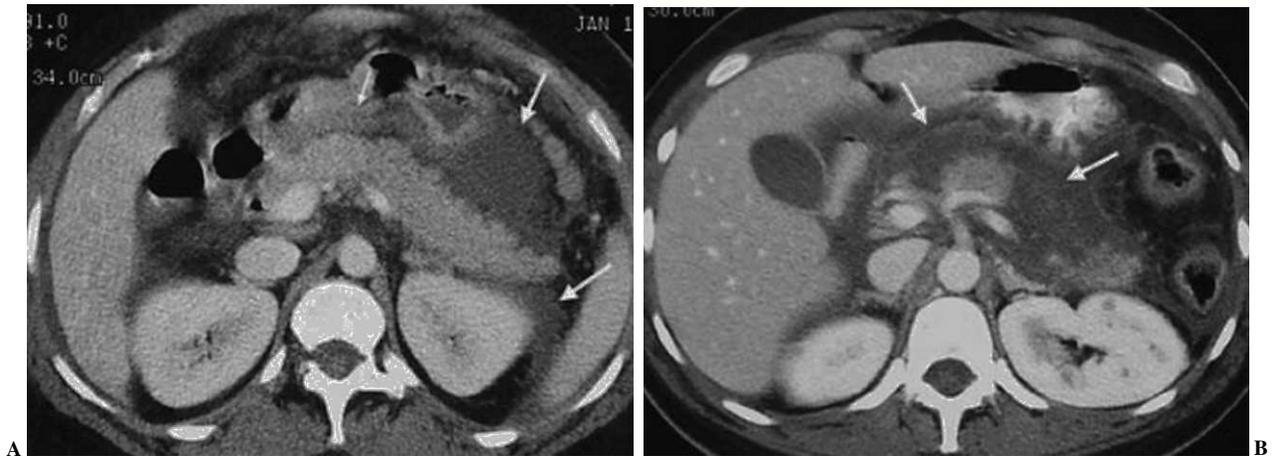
Pancreatitis aguda. Imágenes de tomografía computarizada. A: pancreatitis moderada; edema del páncreas con afectación de la zona peripancreática. B: pancreatitis grave, con necrosis pancreática y colecciones.
